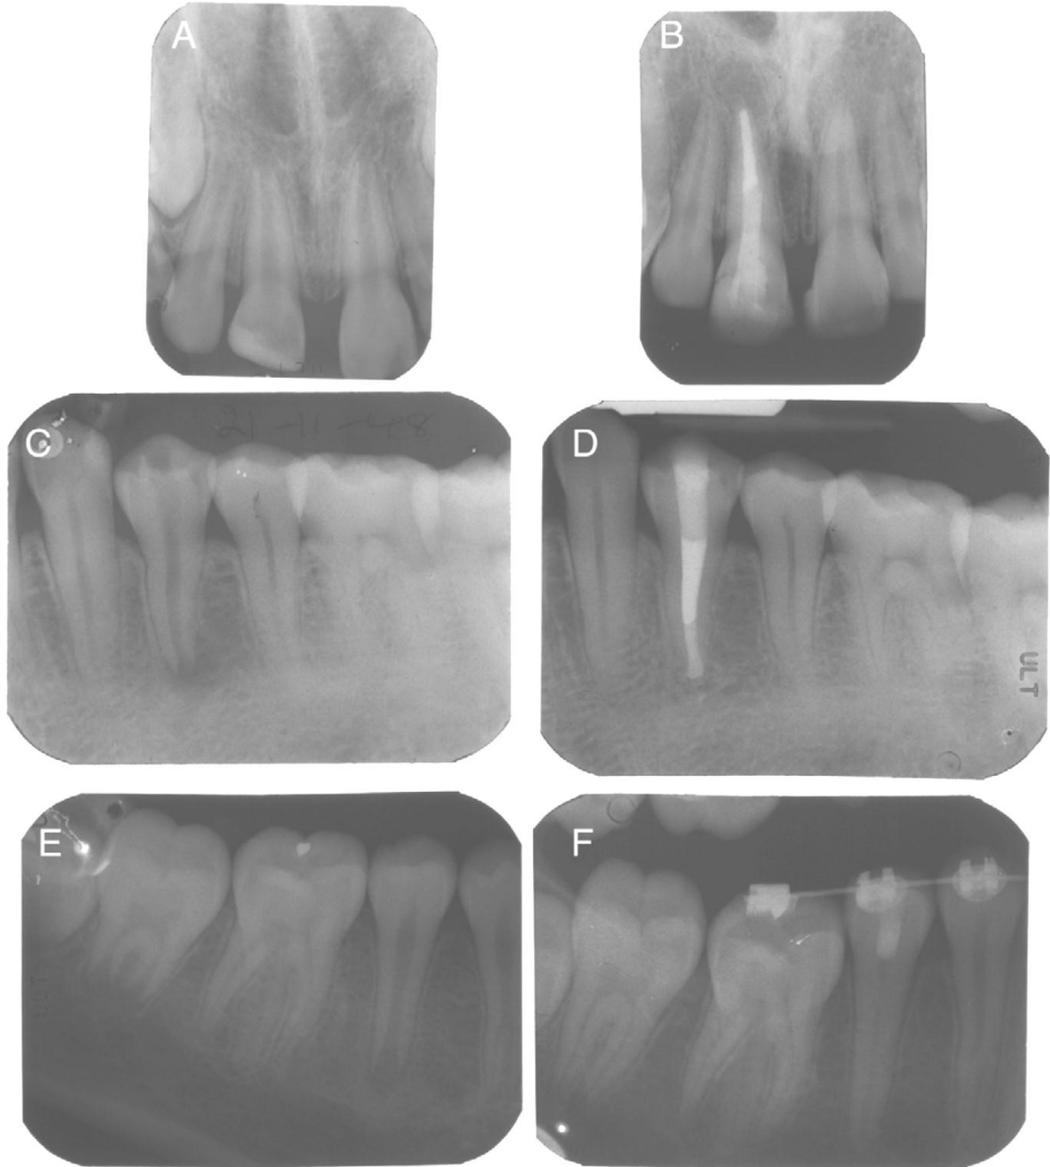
(A) Radiografia pré-operatória de tratamento de apicificação com hidróxido de cálcio do dente 11 e (B) uma radiografia recordação aos 12 meses. (C) Radiografia do pré-operatório do tratamento de apicificação com MTA do dente 34 e (D) uma radiografia pós-operatória aos 24 meses. (E) Uma radiografia pré-operatória de tratamento de revascularização do dente 45 e (F) uma radiografia de avaliação em 29 meses.
